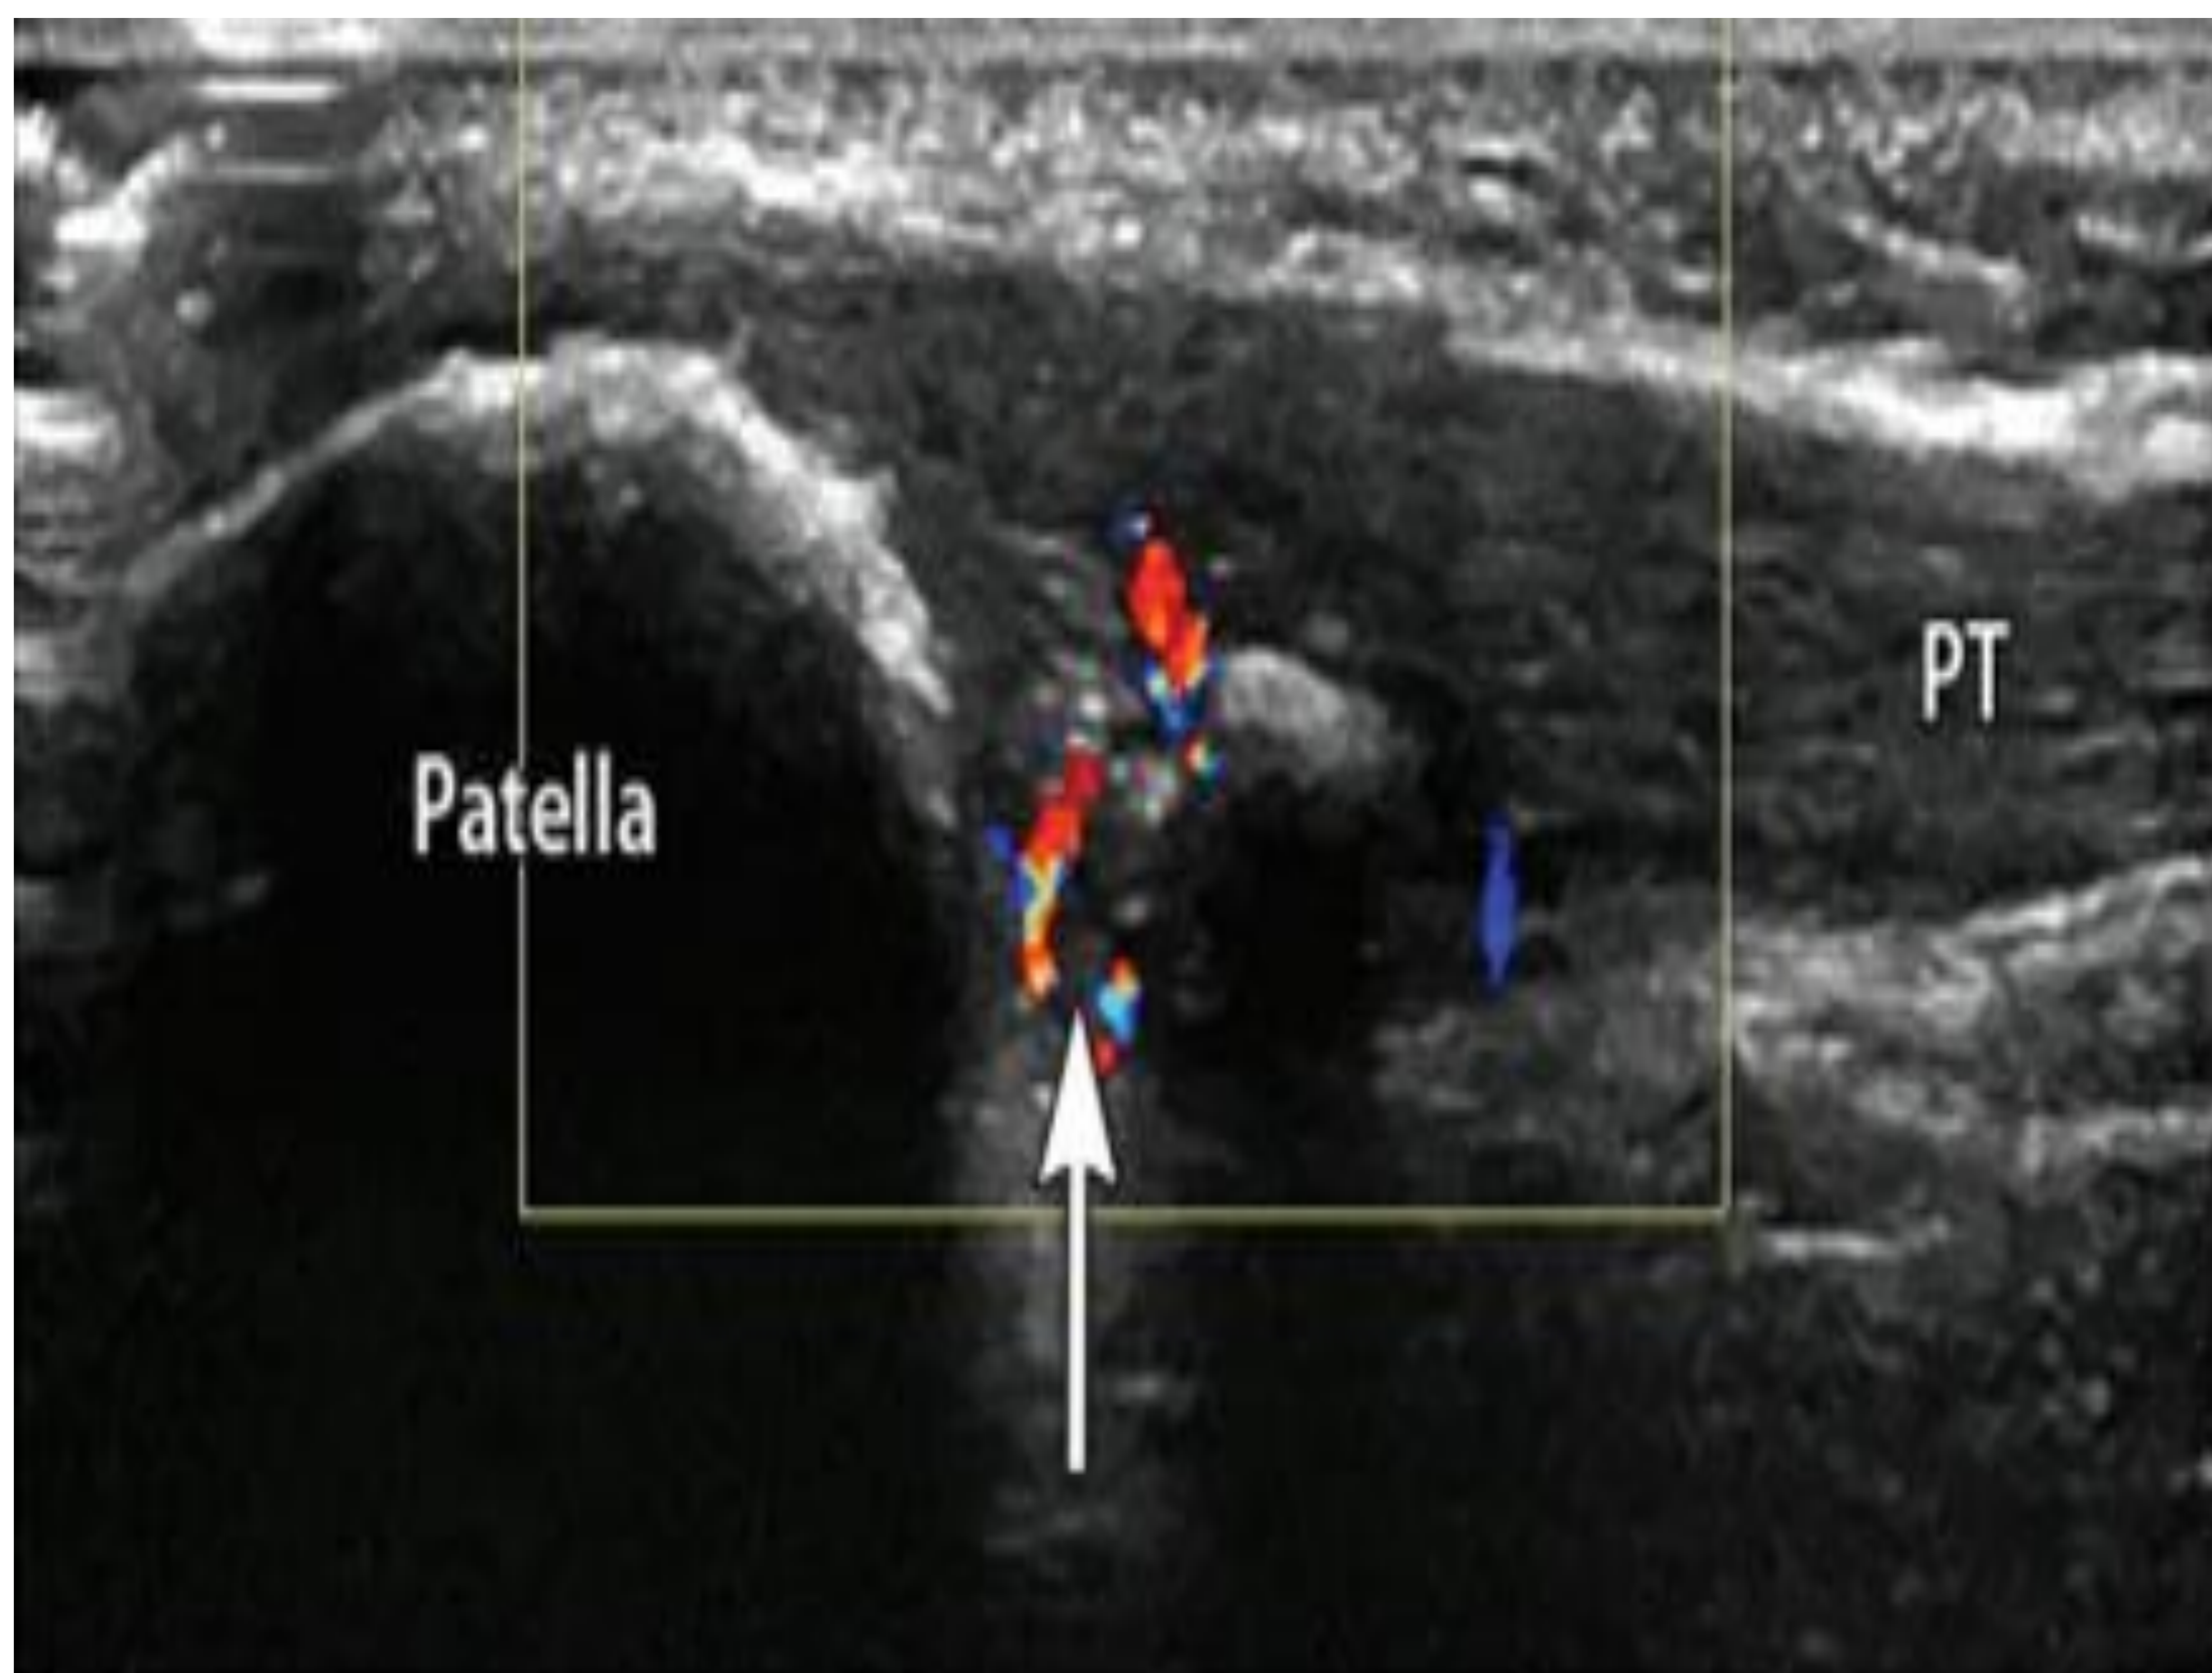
Rodilla del saltador (Jumper`s knee). Eco doppler vista longitudinal. Se visualiza inflamación de la porción proximal del tendón patelar(PT), con signos de hiperemia (FLECHA) y heterogeneidad.
